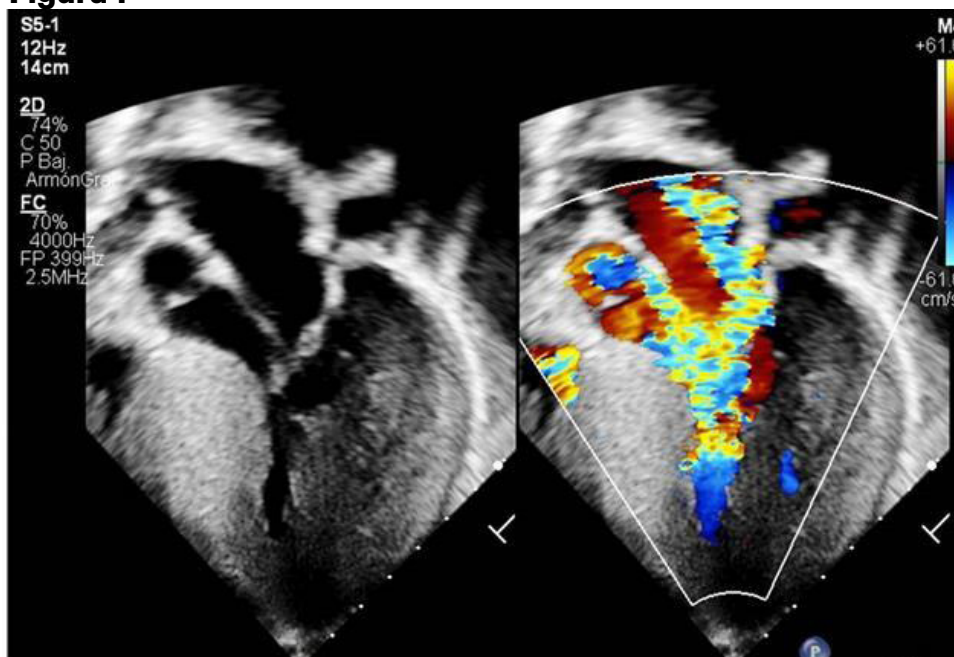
Imagen Ecocardiográfica Transtorácica Bidimensional en vista apical 5 cámaras y con Doppler Color, donde se visualiza un engrosamiento prominente del septum basal, aceleración de flujo en el tracto de salida del ventrículo izquierdo.
